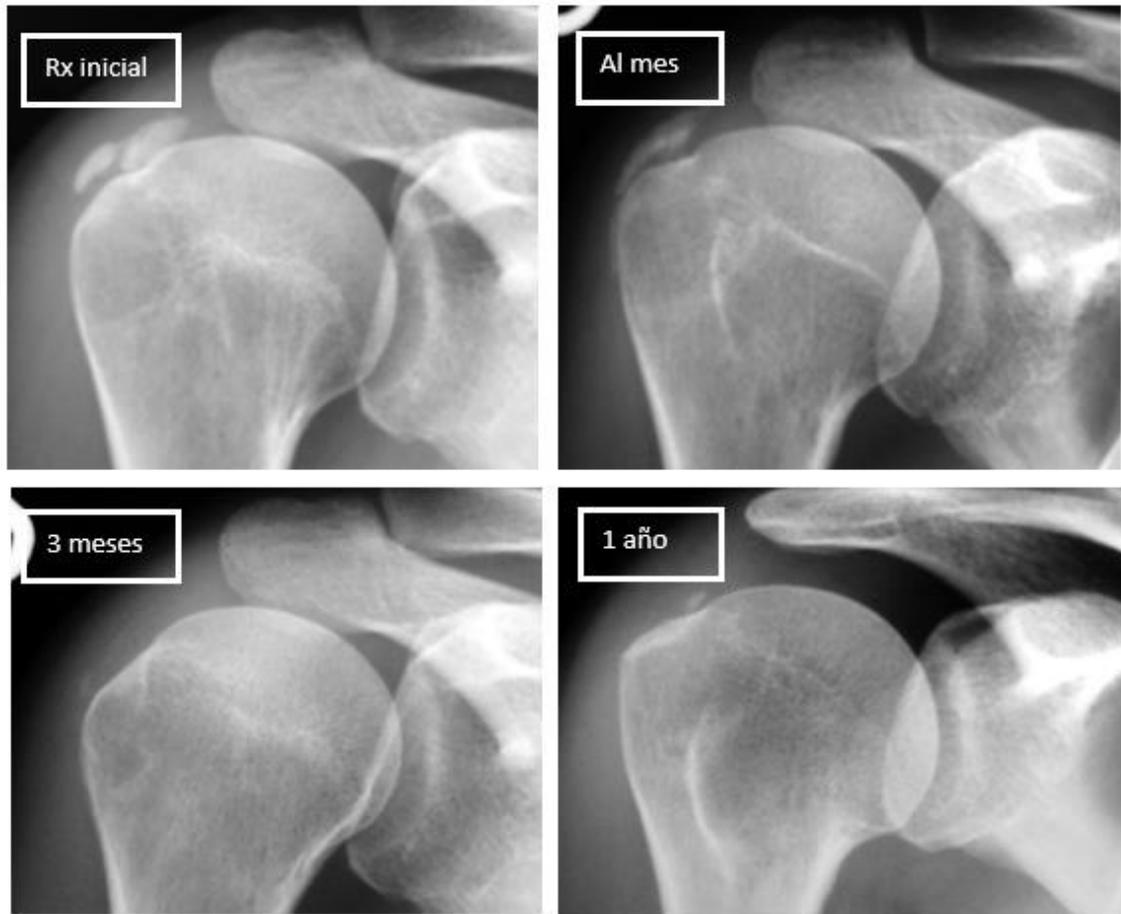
Radiografía AP de hombro derecho pretratamiento, al mes, 3 meses y al año tras el tratamiento. Se observa calcificación en el tendón supraespinoso. Desaparición parcial al finalizar el seguimiento.
